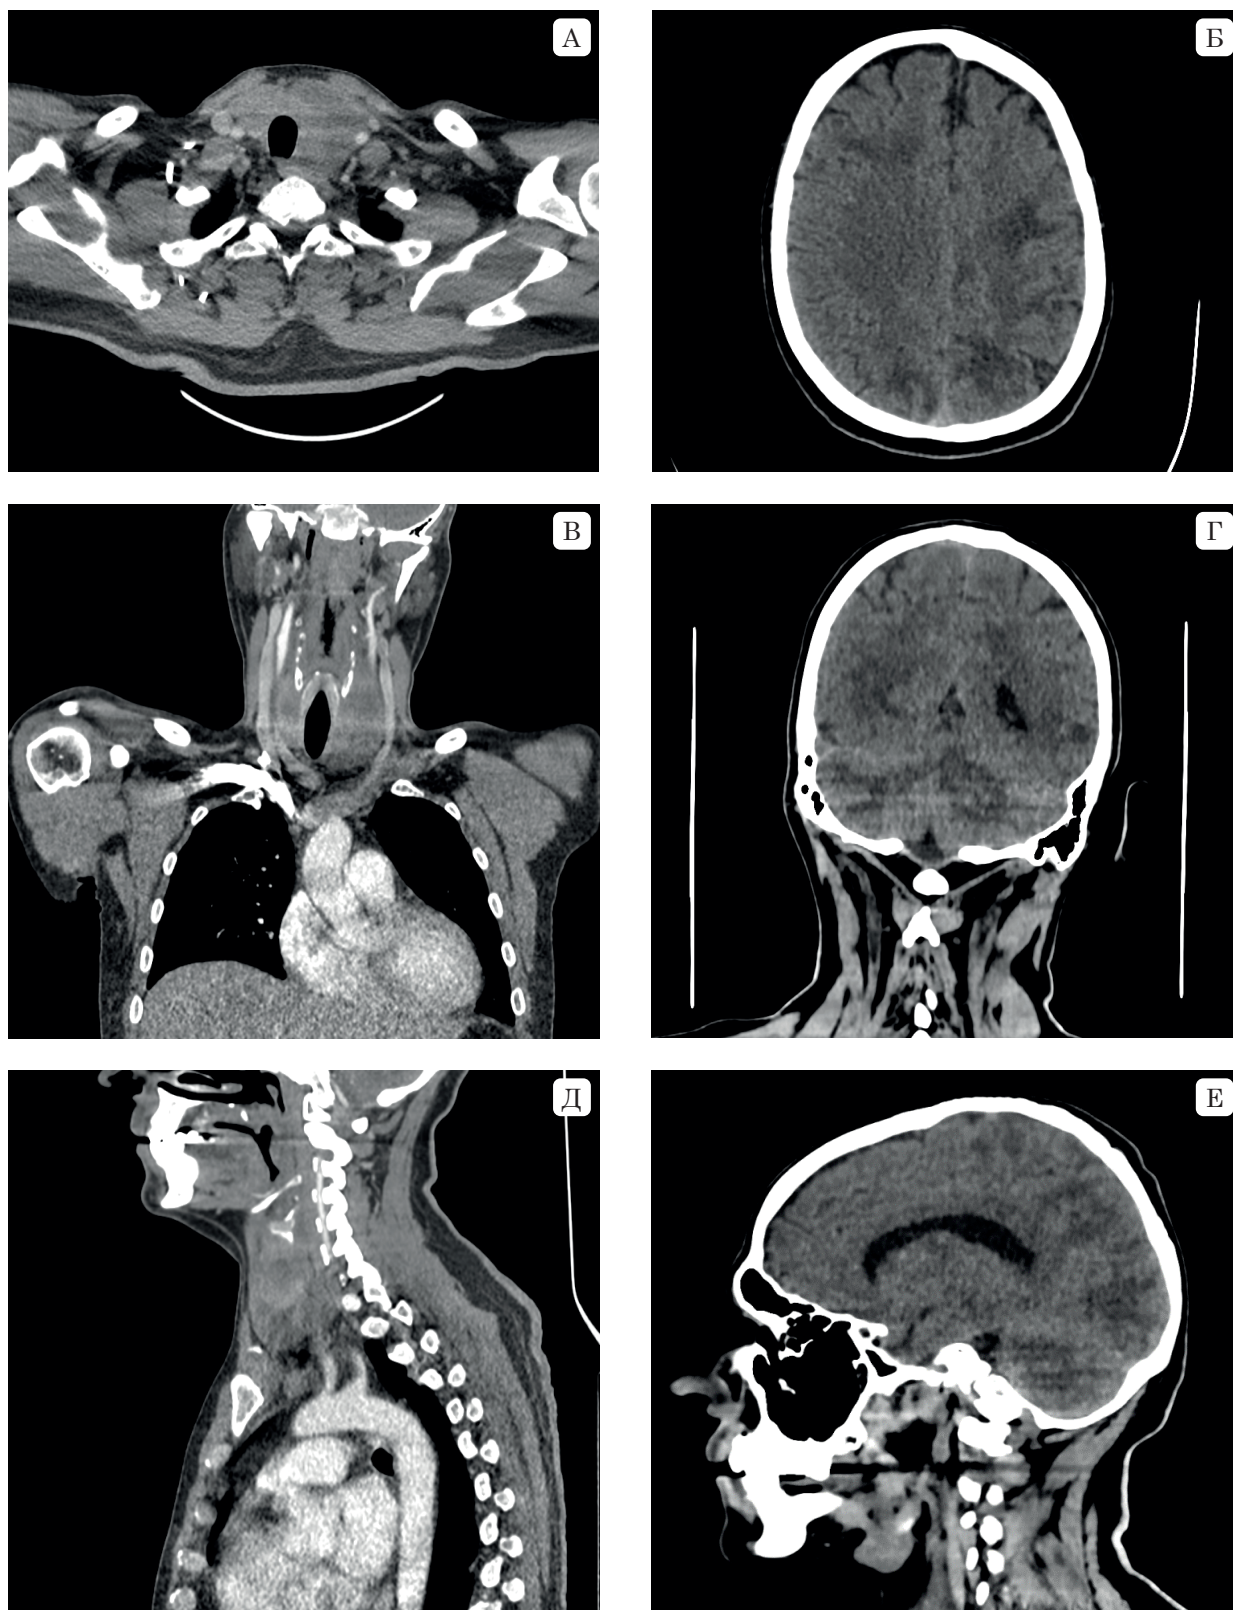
Дані МСКТ голови, шії та грудей при надходженні:
